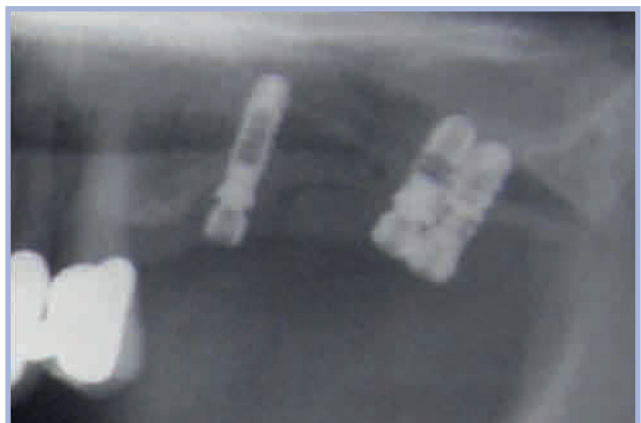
Controllo radiografico a 4 mesi dall'intervento
